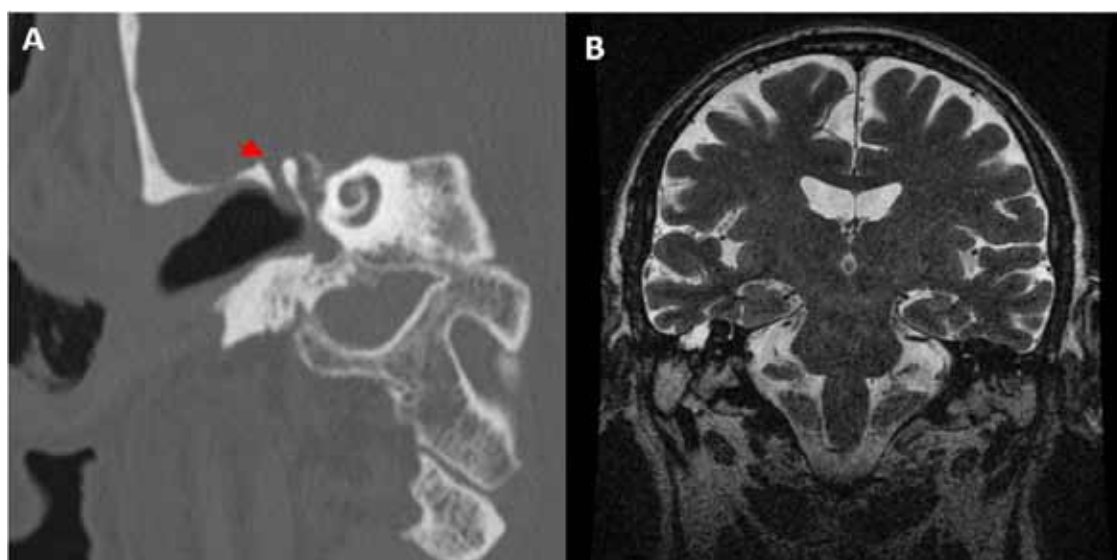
A. Tomografía axial computarizada de peñasco corte coronal muestra falta de integridad ósea a nivel del techo timpánico (flecha) B. Resonancia magnética de base de cráneo corte coronal muestra contenido líquido relleno la caja del tímpano y el antro mastoideo, acorde con la sospecha clínica
